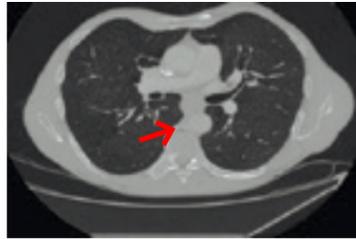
КТ органов средостения. Стрелкой обозначена опухоль средне-грудного отдела пищевода
